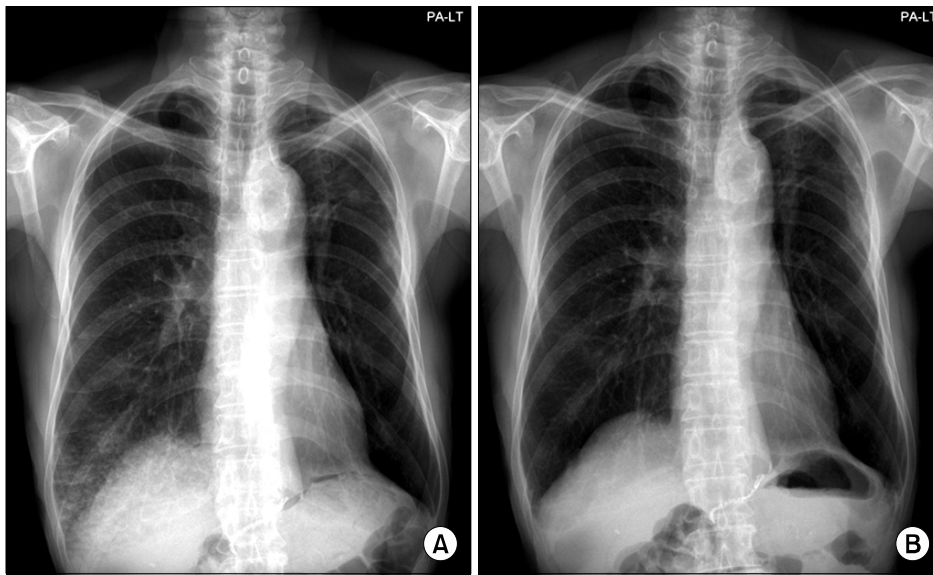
Simple chest radiograph shows ground glass appearance in right lower lung field at admission (A) and almost complete resolution after exposure stopped (B).
